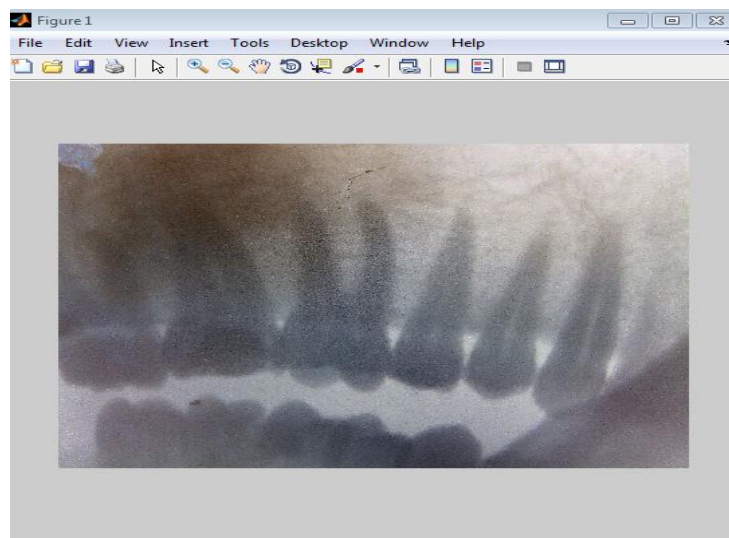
Застосування фільтра, що підвищує різкість рентгенівського зображення
